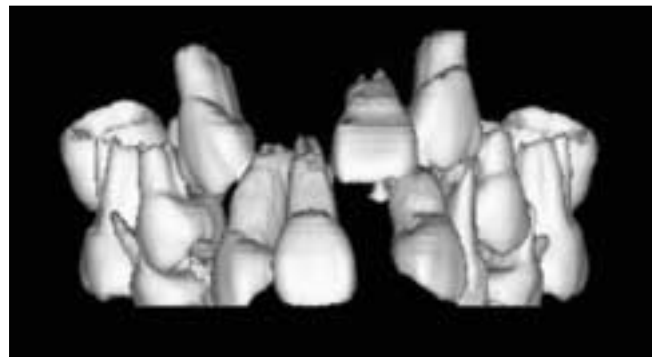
3D CT view - First visit.
